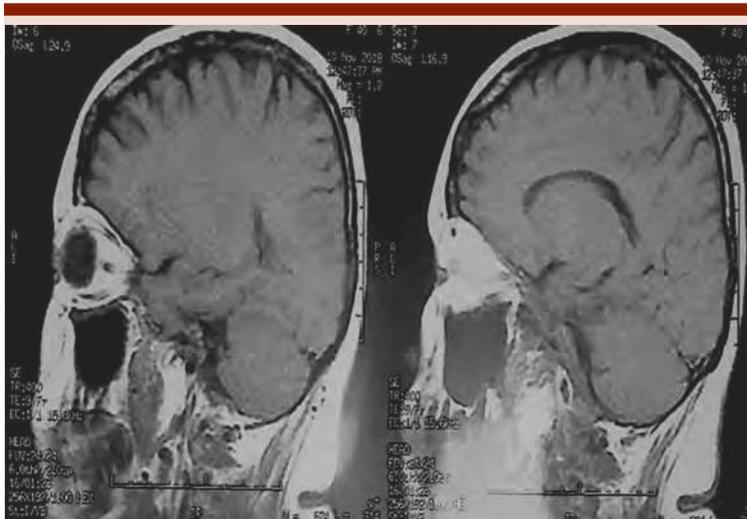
Resonancia magnética nuclear.
